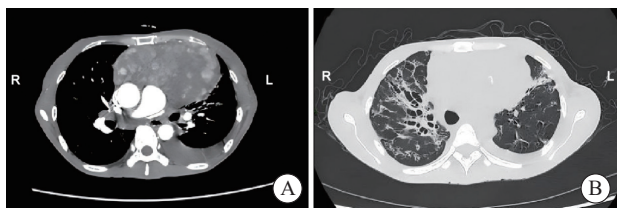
患者开始治疗前（2023年6月3日）胸部CT平扫+增强扫描图像
